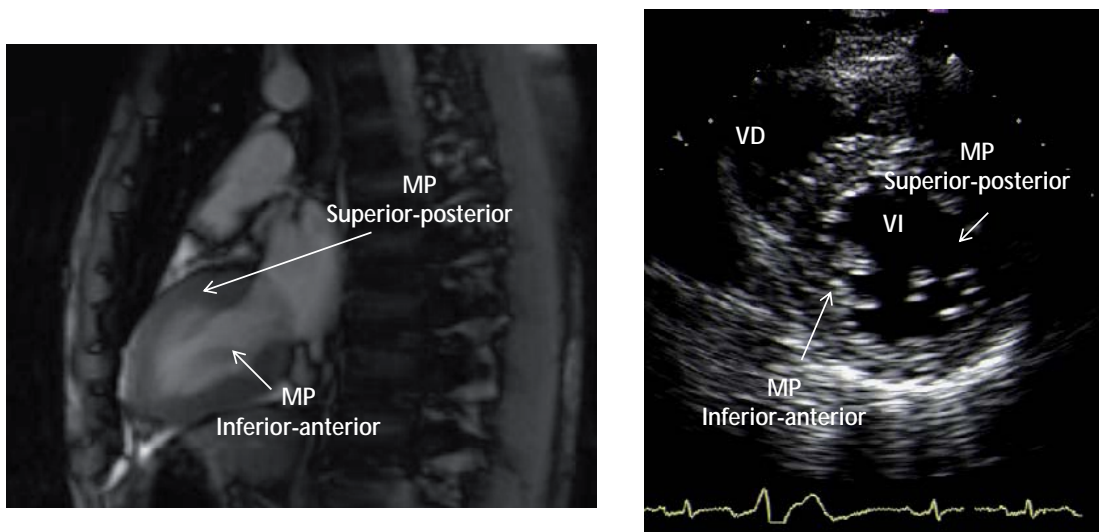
Imagen de resonancia magnética a la izquierda en eje largo donde se aprecia la posición superior e inferior de los músculos papilares. A la derecha imagen de ecocardiograma en eje corto donde se aprecia la posición más anterior (cercana al VD y pared torácica) del músculo papilar inferior.
